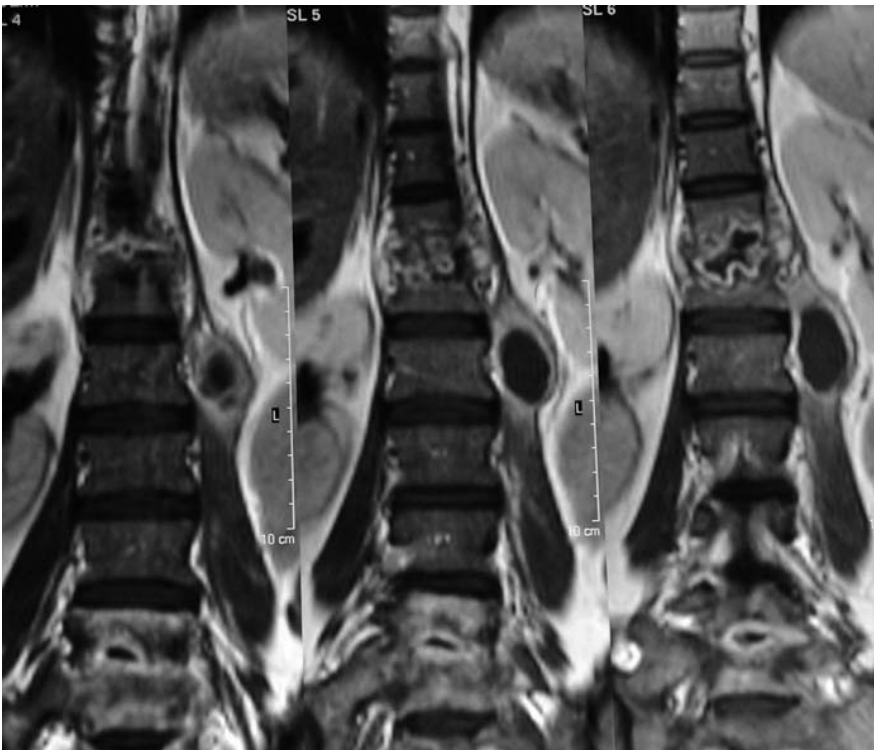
Magnetic resonance (MR) imaging of the spine. Coronal MR imaging confirms the presence of an abscess originating from the body of T11-T12. Altered signal intensity can be seen in the vertebral bodies and intervertebral disc, along with a left-sided swelling with fluid characteristics involving the cranial portion of the ipsilateral psoas muscle.
